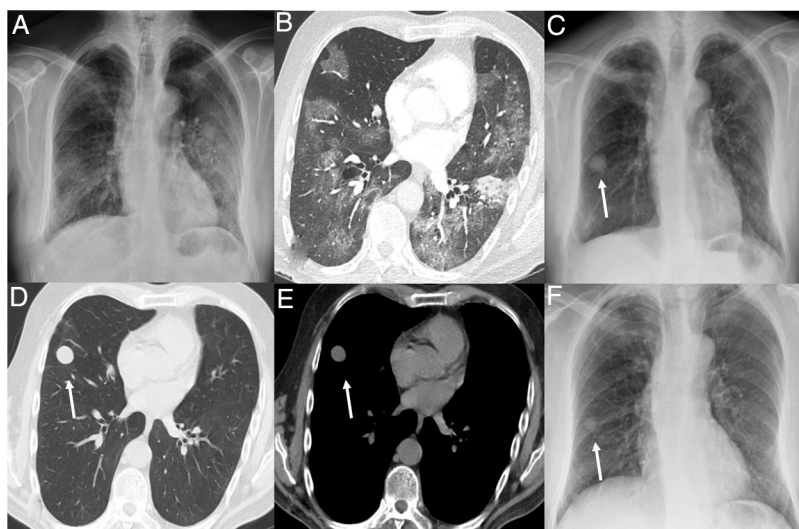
A) Radiografía de tórax donde se observan tenues opacidades y consolidaciones bilaterales en relación con neumonía COVID-19. B) Imagen axial de tomografía computarizada (TC) con ventana de pulmón donde se ven opacidades en vidrio deslustrado bilaterales y una consolidación focal en el lóbulo inferior izquierdo. C) Radiografía de control un mes después del alta hospitalaria donde se observa un nódulo de bordes lisos en el lóbulo medio (flecha). D y E) Imágenes axiales de TC con ventana pulmonar y mediastínica, respectivamente, que muestran un nódulo pulmonar hipodenso (5 UH) en el lóbulo medio (flecha). F) Radiografía de tórax a los 6 meses donde se aprecia la disminución de tamaño del nódulo pulmonar (flecha).
